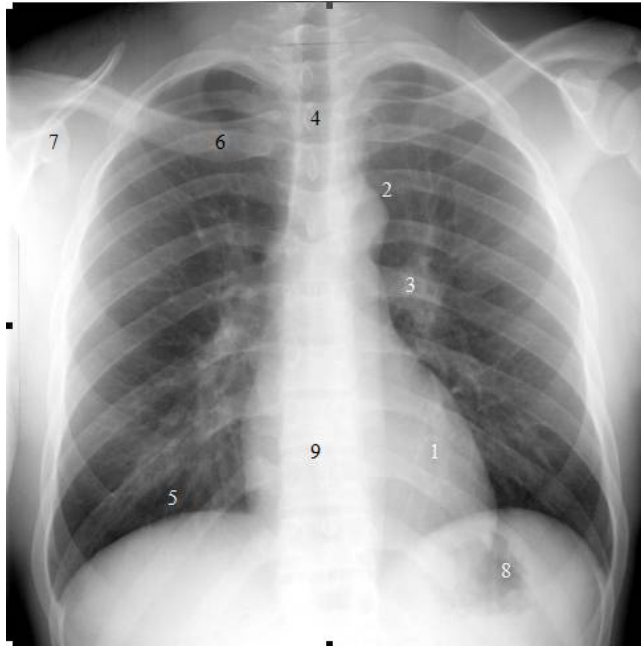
4 Radiografia do Toráx em PA: 1 – Coração, 2 – artéria aorta, 3 – Hilo pulmonar, 4 – Traqueia, 5 – Diafragma, 6 – Clavícula, 7 – Omoplata, 8 – ar no estômago, 9 - coluna vértebra (adaptado de (Ginneken, 2001)).
